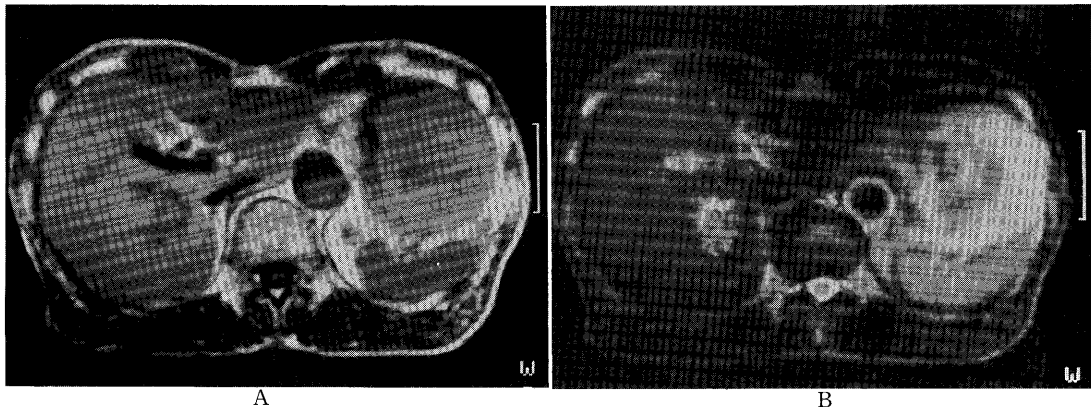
The mass lesion is relatively hypointense on T1-weighted image (A), and moderately hyperintense on T2-weighted image (B). Around the mass, banded area, hypointense on T1-weighted image and hyperintense on T2-weighted image, is observed.
